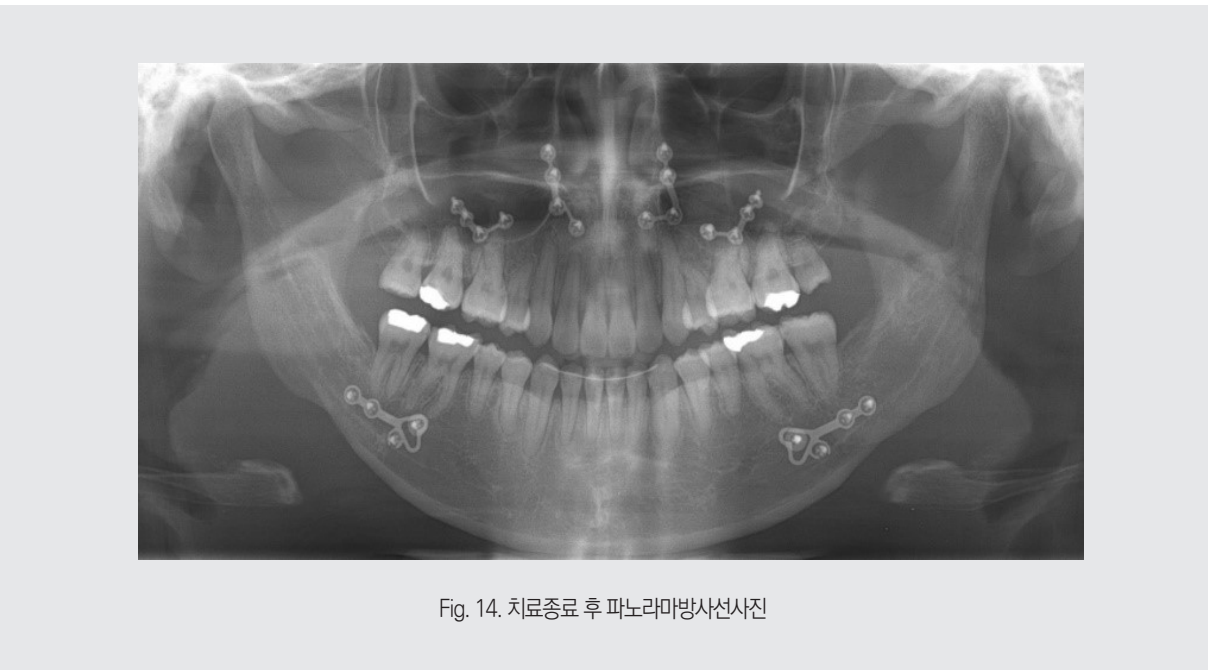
치료종료 후 파노라마방사선사진
